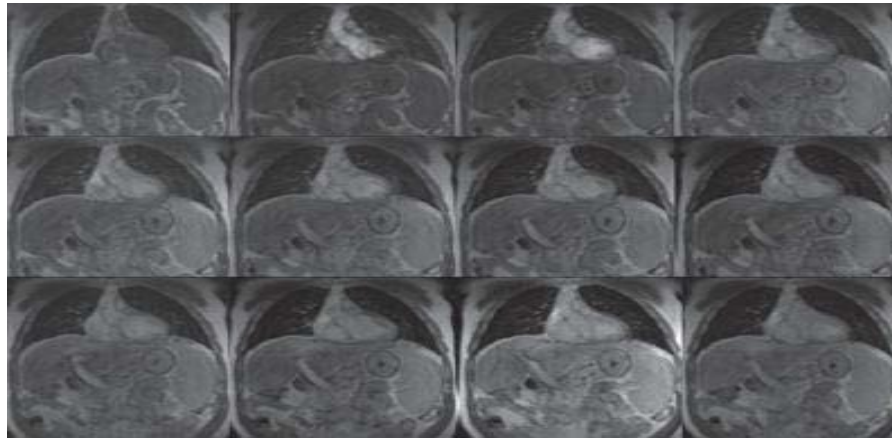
IRM de perfusion
